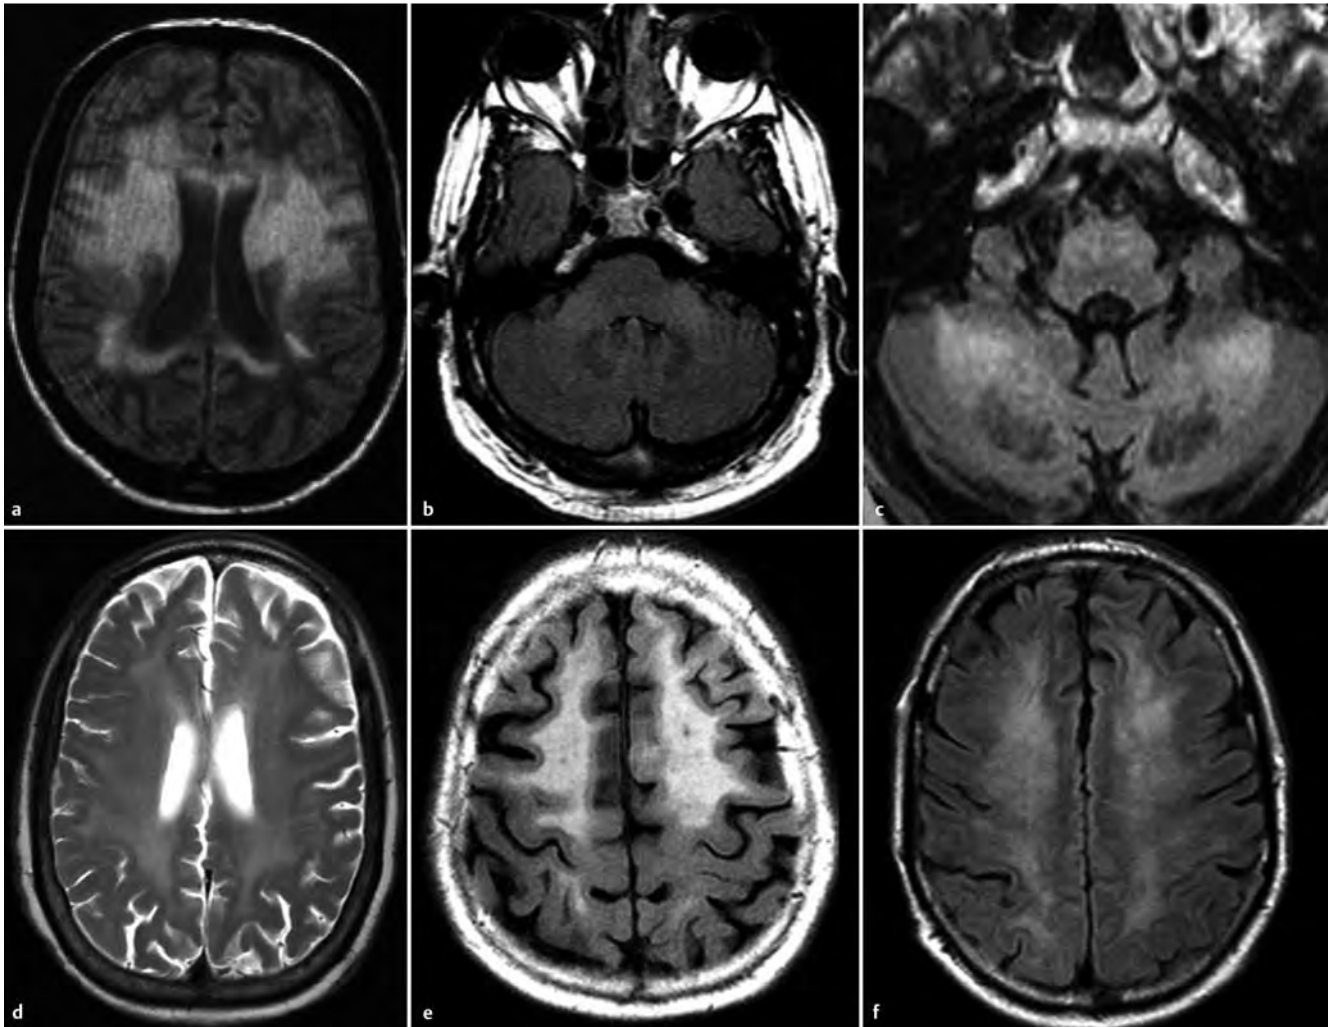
Seltene Leukoencephalopathien mit Demenz/kognitivem Abbau als einem Symptom. a Adrenomyeloneuropathie eines 64-jährigen Mannes, der klinisch einen kognitiven Abbau, Depression und Hypersomnie sowie in der MRT eine periventriculäre Signalerhöhung, eine 3-Zonen-Gliederung mit Kontrastmittelaufnahme (nicht gezeigt) sowie eine Pyramidenbahnbeteiligung (nicht gezeigt) aufwies. b Fragiles-X-Tremor-Ataxie-Syndrom eines 66-jährigen Mannes mit Intentionstremor, Gangataxie, kognitiven Defiziten und typischen Signalveränderungen der mittleren Kleinhirnstiele. c Zerebrotendinöse Xanthomatose eines 41-jährigen Mannes mit Demenz und spastischer Paraparese bei hypointensen Nuclei dentati und hyperintensiven Veränderungen in der Umgebung. d HIV-Enzephalitis einer 45-jährigen Frau mit kognitivem Abbau im letzten halben Jahr und relativ symmetrischen Signalerhöhungen um das Ventrikelsystem. e CADASIL-Erkrankung eines 60-jährigen Mannes mit Betonung der Leukoencephalopathie in den Frontal- und Temporallappen mit U-Faserbeteiligung. f Devic-Syndrom eines 70-jährigen Mannes mit kognitivem Abbau und sensomotorischem Querschnitt bei konfluierender, periventriculär betonter Demyelinisierung des Marklagers.
